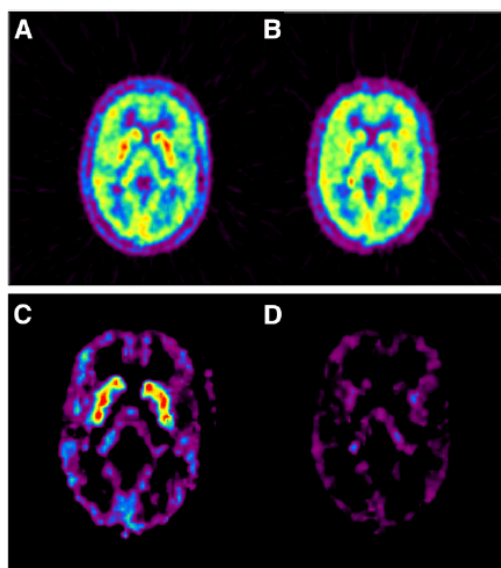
Due gruppi di immagini di un paziente prima (A e C) e dopo (B e D) l'assunzione di 125 mg di aprepitant. A e B sono immagini SUV, B e D immagini parametriche da analisi cinetica completa. [32]
